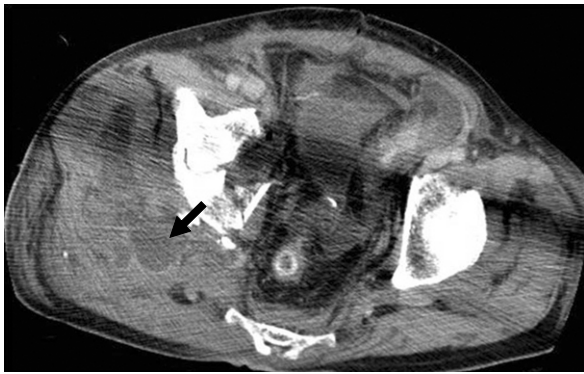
Pelvis CT image 4 days after reanastomosis operation shows fluid collection (arrow) around gluteus muscle.
